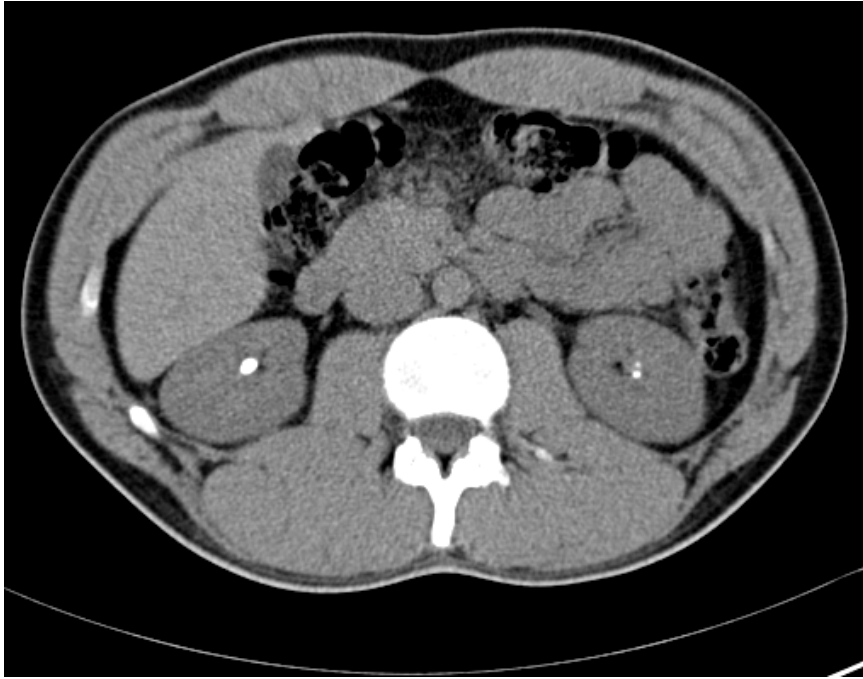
Cortes coronal y axial de TAC abdomino-pélvico sin contraste donde se visualiza la presencia de litiasis renal bilateral.
